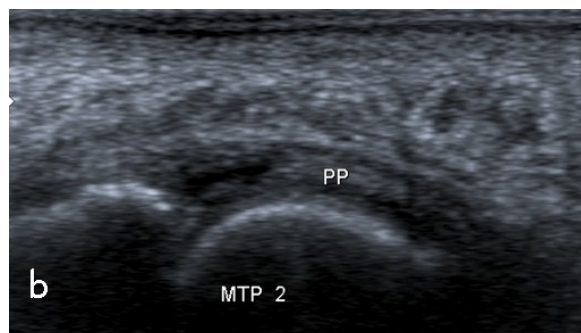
Syndrome du 2ème rayon : coupe sagittale plantaire échographique montrant une rupture partielle de la plaque plantaire (a) et une rupture totale (b). Sur l'image de droite on observe également une hyperkératose focale et une bursopathie sous capitale
